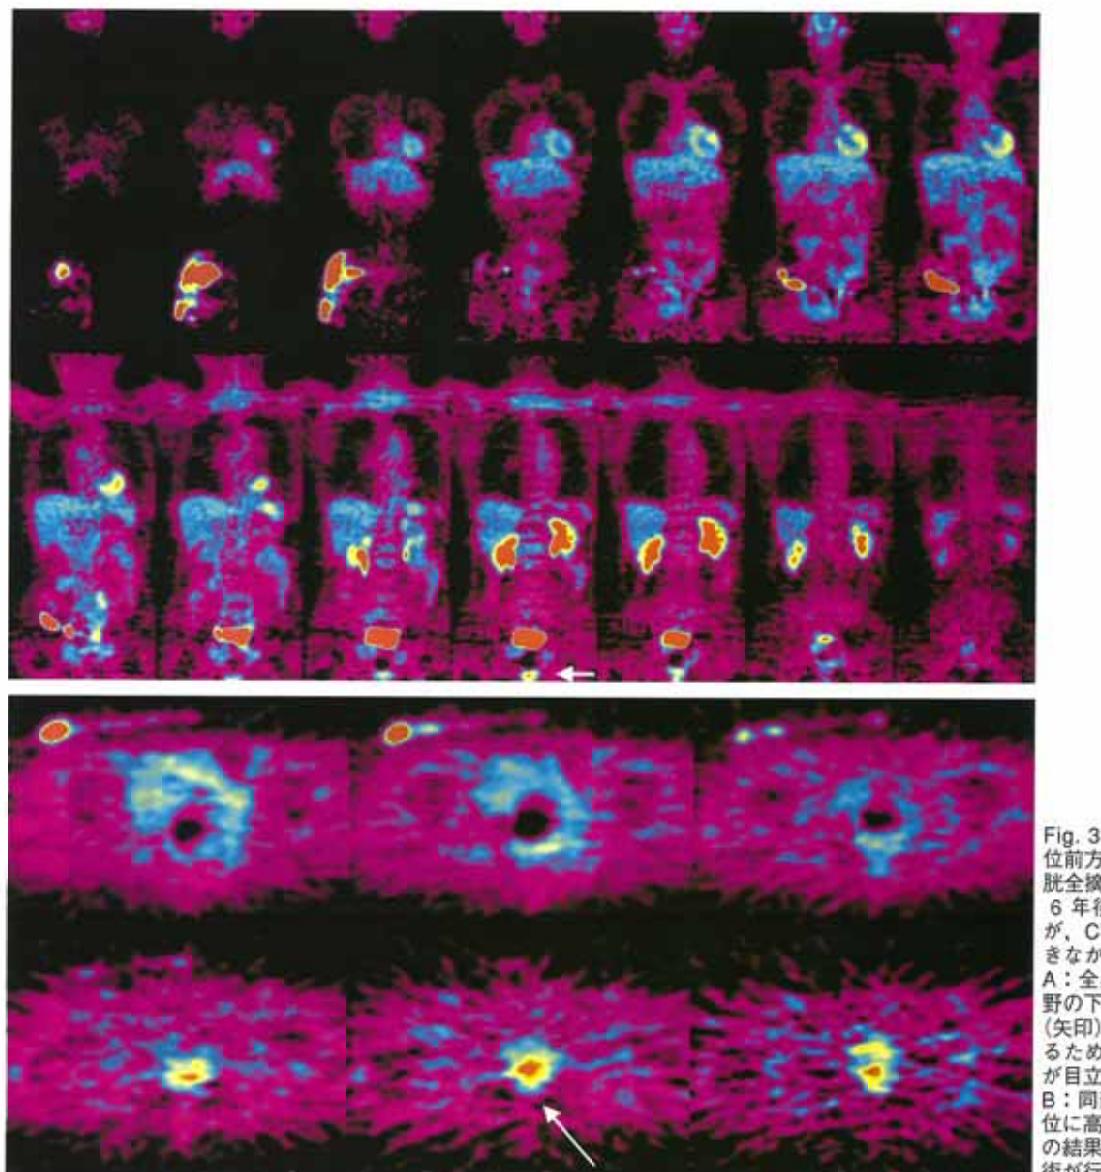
直腸癌膀胱浸潤のため低位前方切除術+子宮腔合併切除+膀胱全摘(回腸導管)を受けた症例。6年後にCEAが徐々に上昇したが、CT/MRI等では異常を指摘できなかった。
